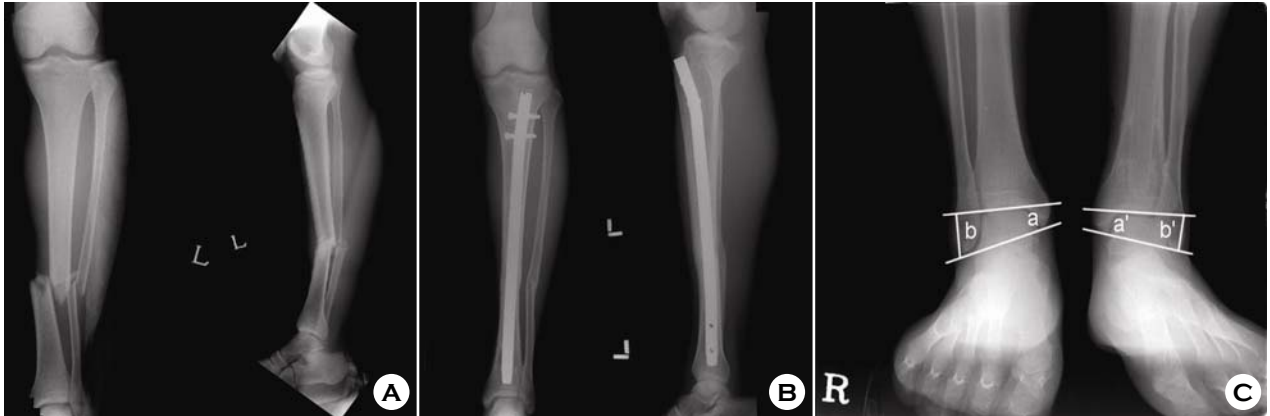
(A) 23-year-old male with left tibiofibular fracture, initial radiograph show middle 1/3 comminuted fibular fracture. (B) Post-operative radiographs taken 3 years 6months after surgery show bony union of tibia and fibular. (C) Both ankle standing AP radiograph shows talocrural angle were 11.1° and 7.9° , respectively (uninjured and injured site) and the distance from joint line to the tip of fibular were 22 mm and 18 mm, respectively (uninjured and injured site).
